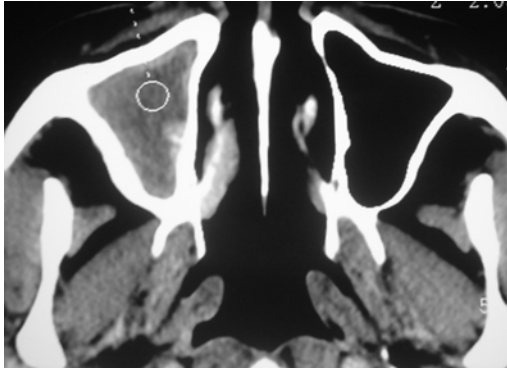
TC de nariz y senos paranasales corte axial en la que se observa bola fúngica en seno maxilar derecho.
